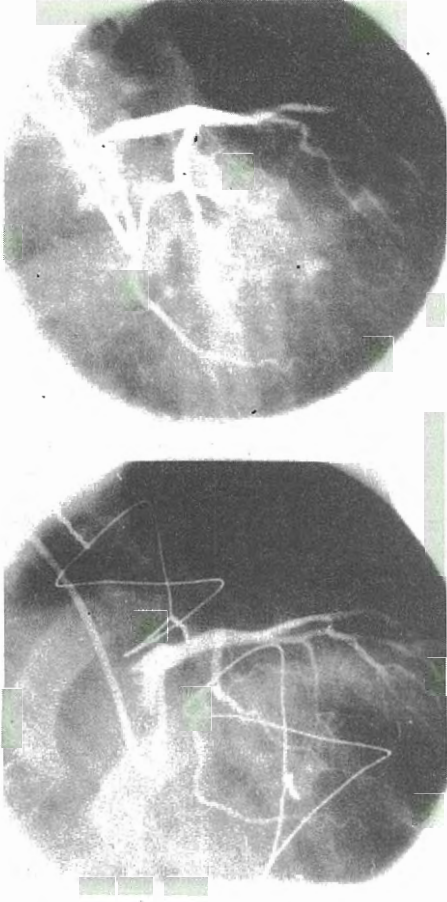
Kardiyopulmoner perfüzyon çıkışında iskemi gelişmesi üzerine aorta-anterior desandan, aorta-ikinci obtus marjin arter safen bypassları ilave edilen olgunun postoperatif koroner anjiyografisinde SAKA anjiyoplastisinin açık olduğu görülüyor.
